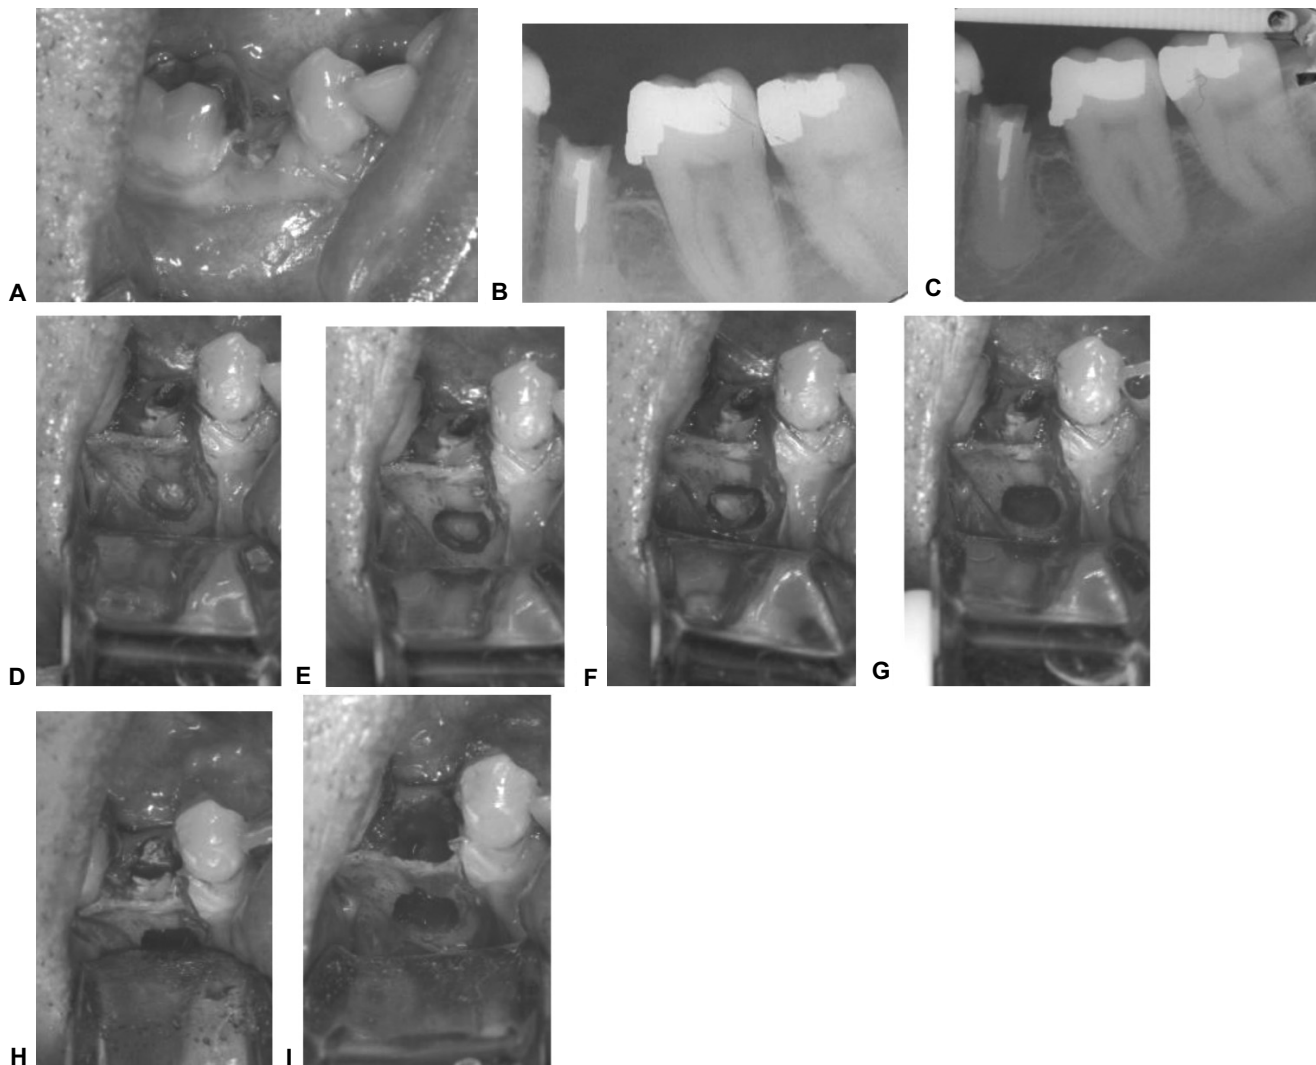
Resto radicular de premolar inferior que requiere ser extraído (A), radiográficamente no se observan grandes cosas (B), sino hasta que se toma una radiografía periapical con una buena técnica (C), en la que se aprecia hiper cementosis. Se planea entonces una extracción quirúrgica en la que se diseña un abordaje contorneante con una incisión liberatriz en mesial, con la cual se expone hasta el área del ápice (D), se hace una osteotomía como para apicectomía y se corta la parte de la raíz que presenta hiper cementosis (E), se eleva el fragmento cuidando de no lesionar el puente óseo vestibular (F y G). Posteriormente se hace odontosección longitudinal para dividir en dos fragmentos la raíz (H), y poderla retirar sin tener que sacrificar el delgado puente óseo vestibular (I), que impedirá que se invagine el tejido blando y se colapse el proceso alveolar.
